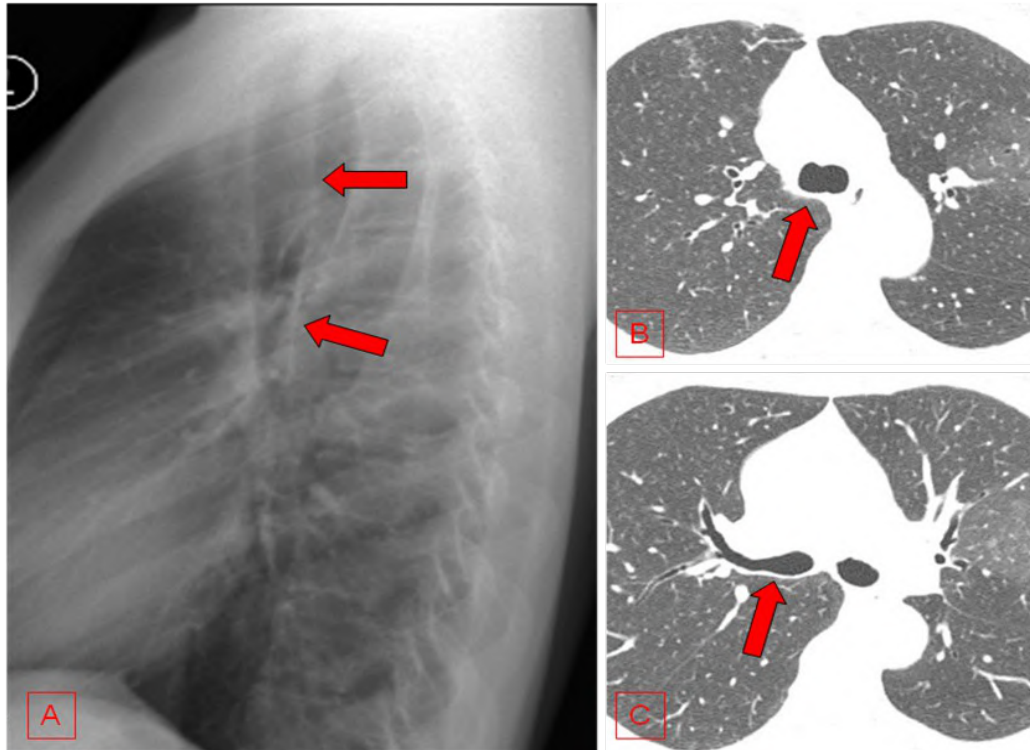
Na radiografia perfil (fig. 12A) é possível observar que a coluna aérea da traqueia e do brônquio principal direito é limitada posteriormente por uma linha fina e regular. Os cortes de TC (fig. 12B e 12C) mostram que o pulmão direito projeta-se posteriormente a estes segmentos das vias aéreas, o que permite que se veja com nitidez suas paredes posteriores nas radiografias.
